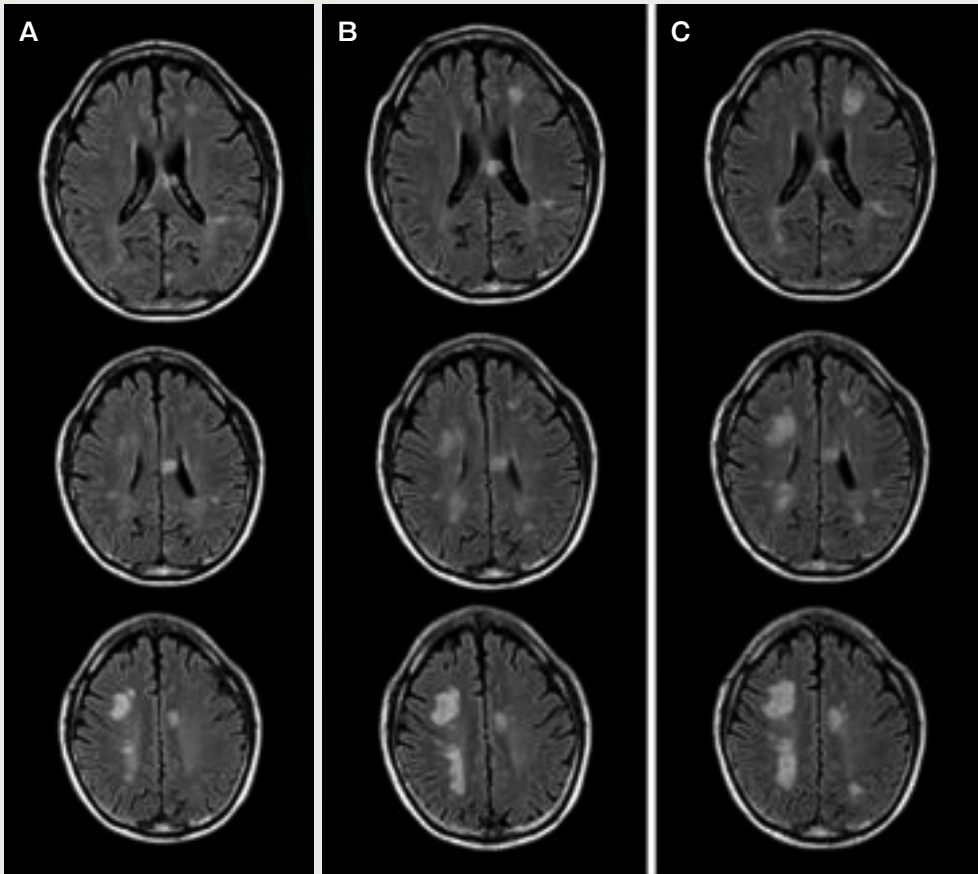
頭部MRI所見 FLAIR画像。図の説明は本文を参照。
